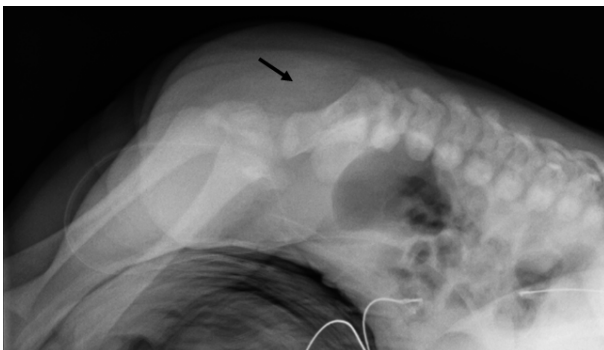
Radiografia lombo-sagrada: Agenesia do sacro e cóccix (seta).
